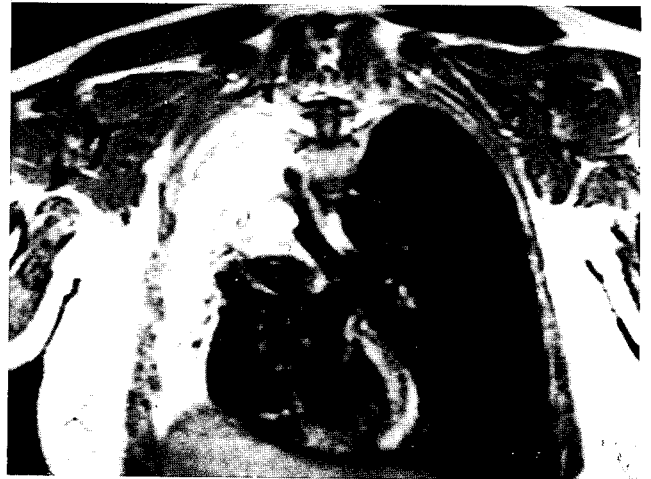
Chest MRI film showing a well define tumor is seen in the right bronchus and total atelectasis of the right lung
